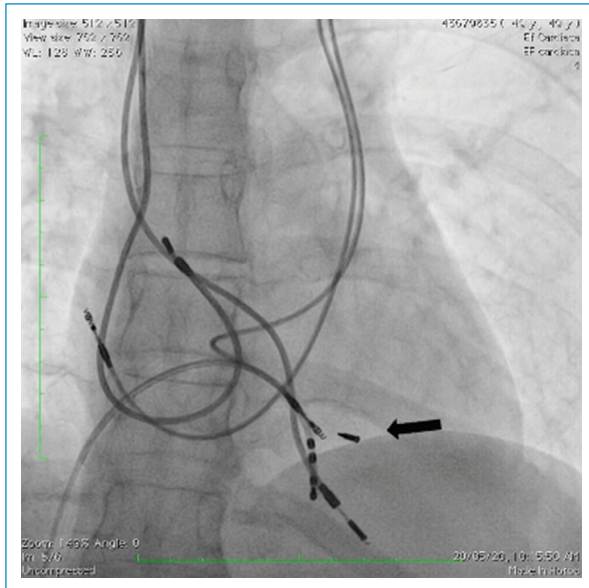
Radiografía de tórax posextracción instrumentada de cable VDD e implante de marcapasos bicameral definitivo. Proyección PA en la que se observa el resultado final. En la flecha se muestra fragmento residual del electrodo retirado. Se observan los dos cables previamente abandonados y los dos nuevos electrodos implantados.
